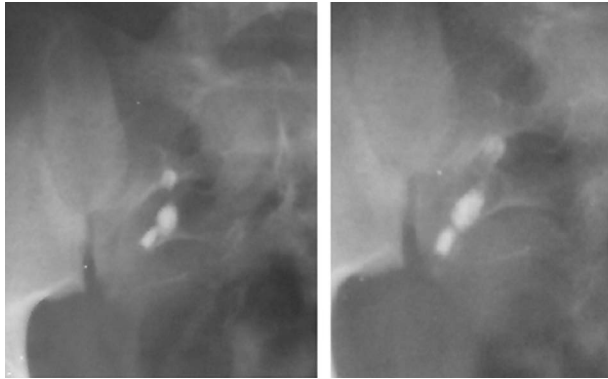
Миграция конкрементов относительно друг друга на обзорной и контрольной рентгенограммах мочевой системы
